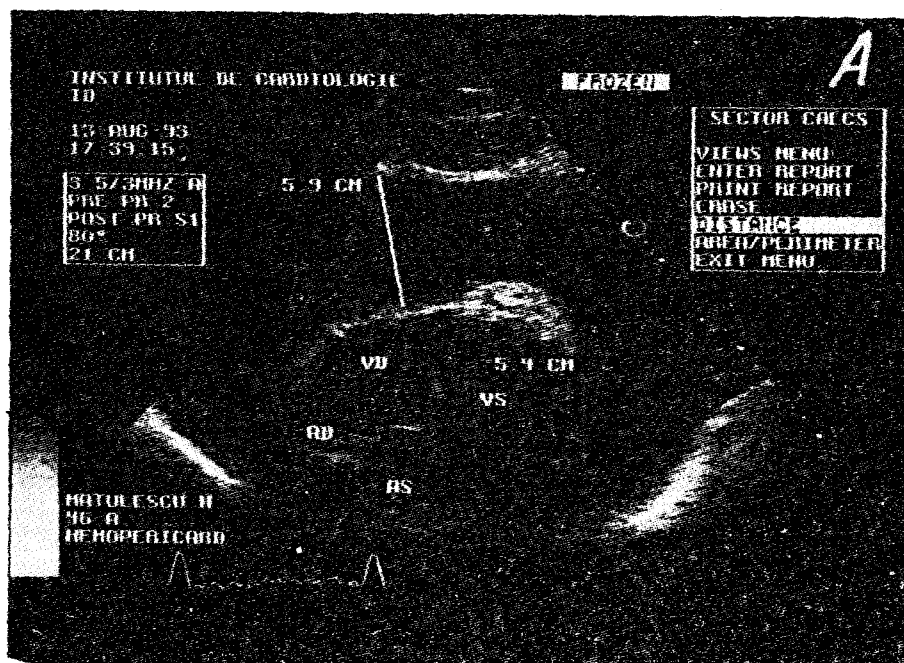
A. Modificările ecocardiografice în pericardita acută lichidiană. B. Schișa imaginii ecocardiografice.
